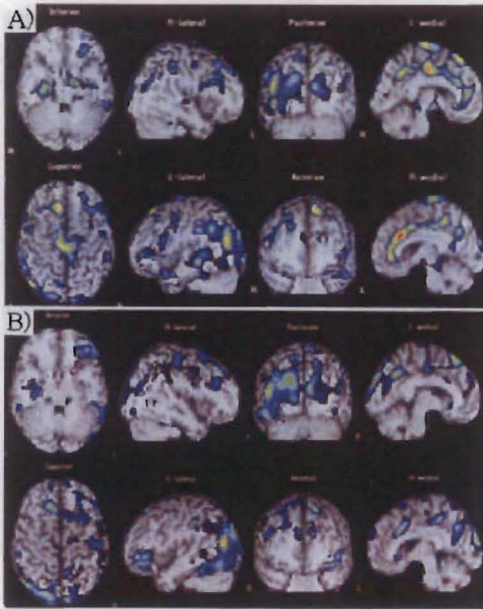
TMS前後の脳血流量(SPECT ; <sup>99m</sup>Tc-ECD)の変化
